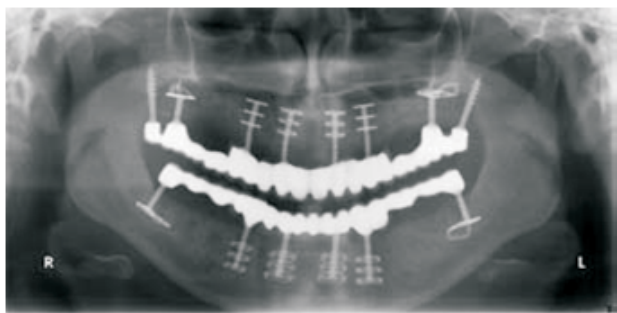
Radiografía de control con los puentes fijos superior e inferior in situ.
